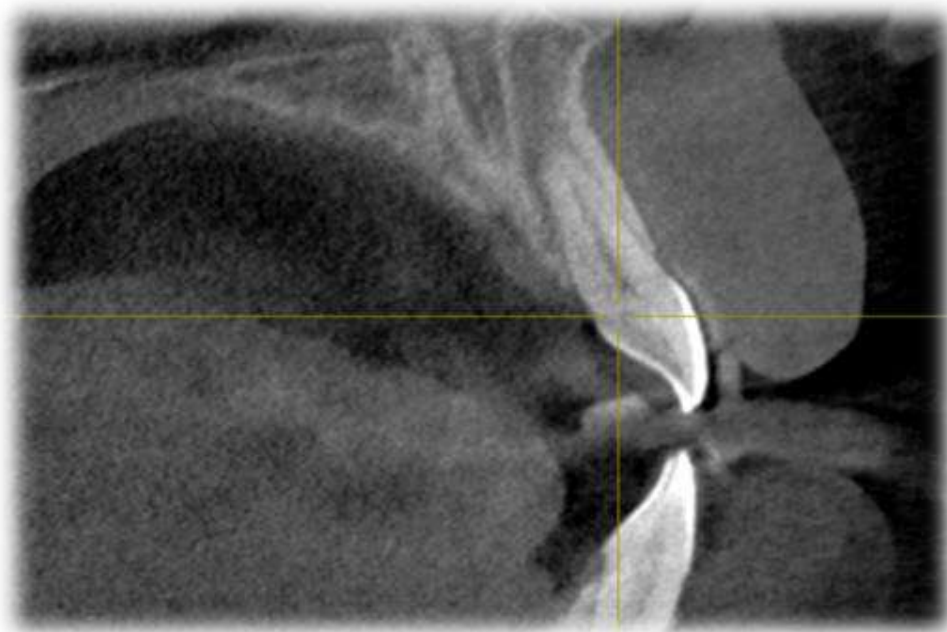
Томограмма челюсти
